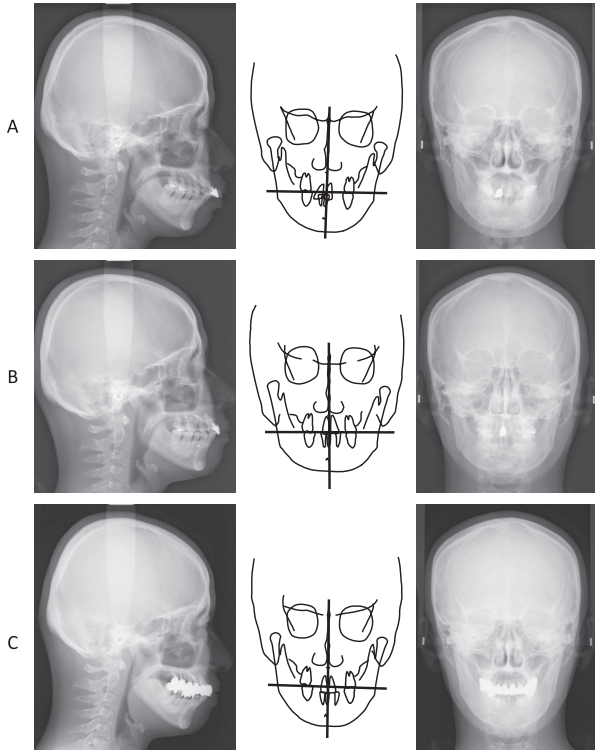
頭部X線規格写真(側面, 正面トレース図, 正面)
